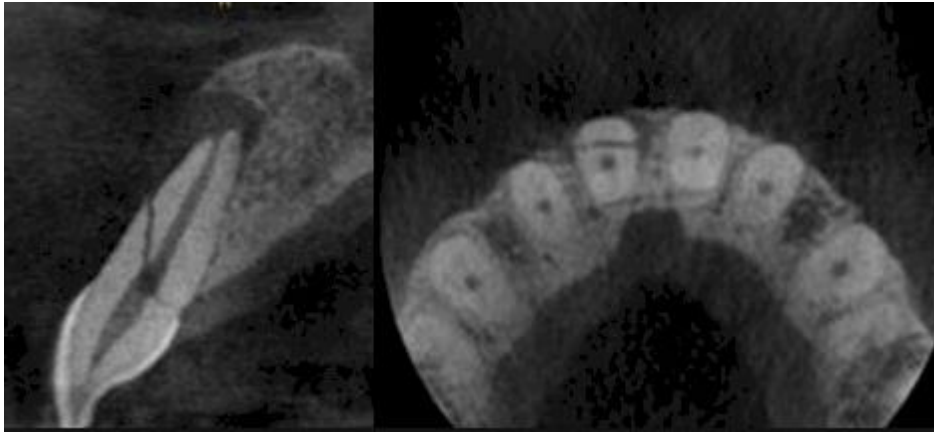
Tomografía Computarizada de Fractura Dentaria
